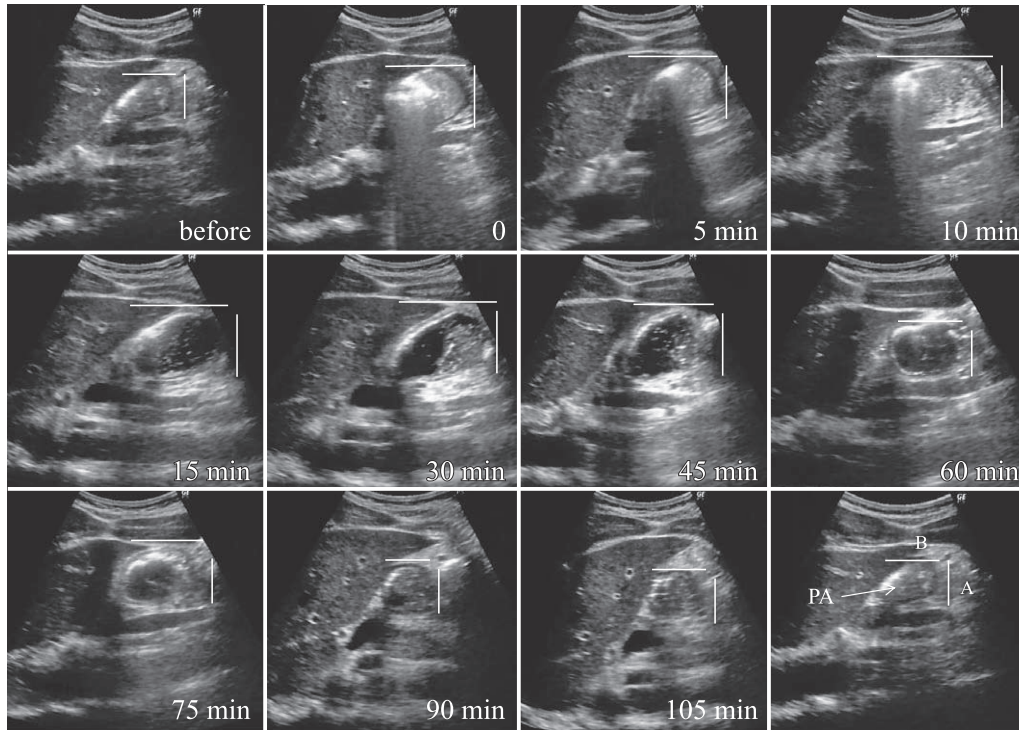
Ultrasonography imaging of the gastric antrum before and after ingesting 400 ml of 12.5% CD. Pyloric area (PA) was calculated by measuring the longitudinal (A) and anteroposterior (B) diameters and using the formula  $\pi AB/4$ .
